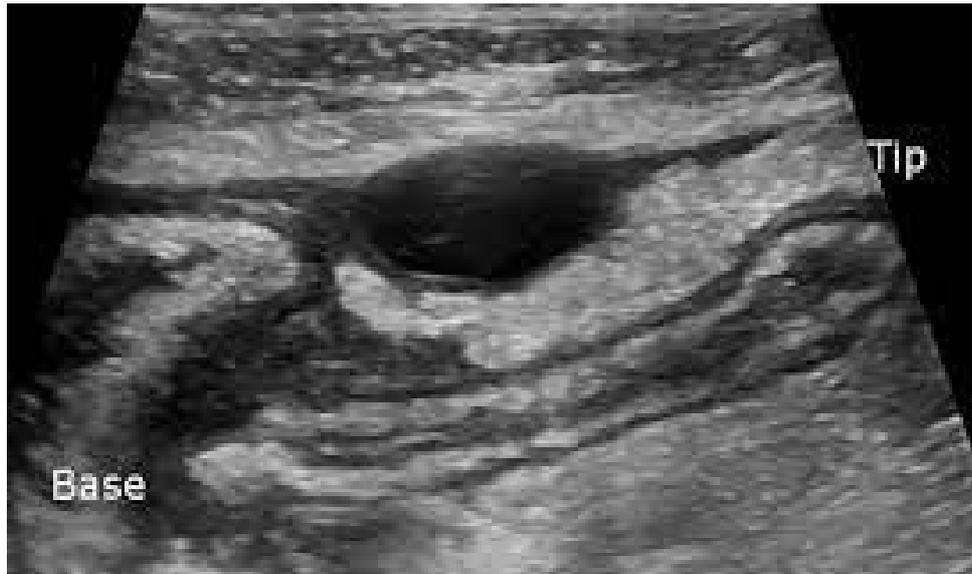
Ecografía de Abdomen, donde se observa imagen perforación apendicular y absceso. Arevalo et al. Rev Colomb Radiol. 2014; 25(1): 3877-88
